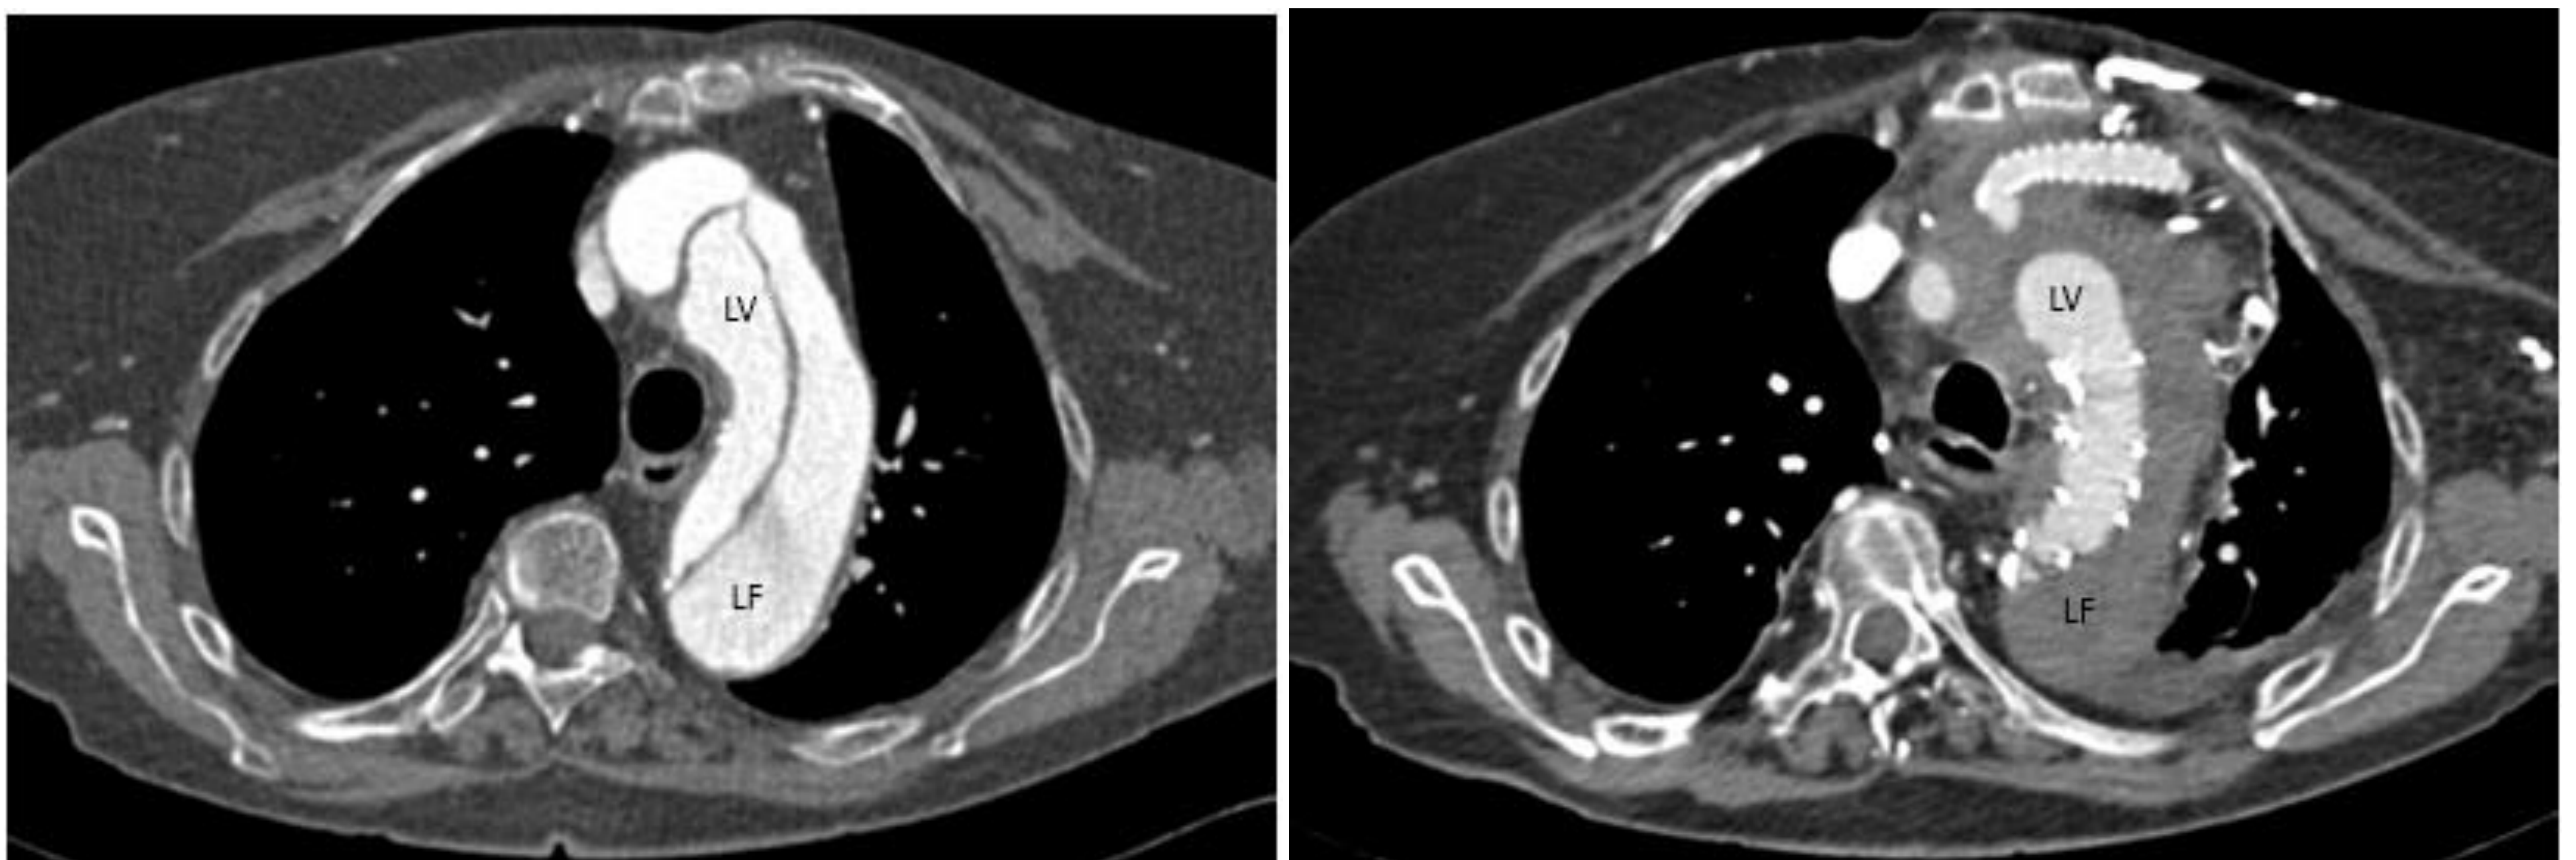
TC prequirúrgico (imagen izquierda) y TC postquirúrgico (imagen derecha) del mismo paciente. Observa la trombosis de la luz falsa (LF) y la expansión de la luz verdadera (LV).
